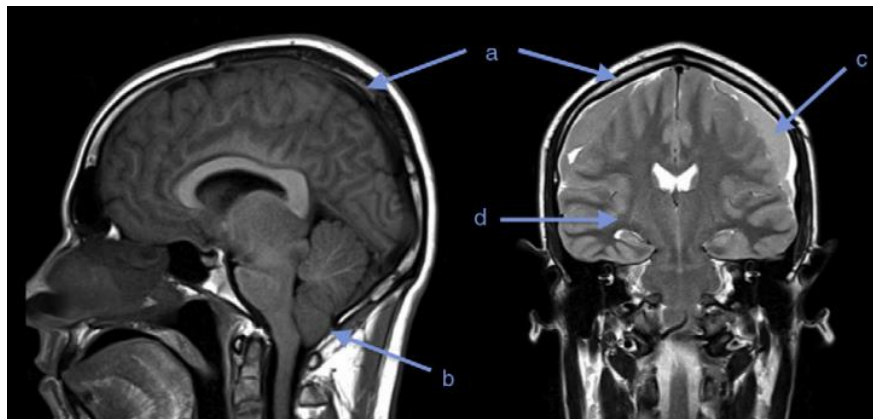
Resonancia magnética cerebral. a) Engrosamiento dural difuso. b) Herniación de amígdalas cerebelosas. c) Colecciones subdurales frontotemporales bilaterales. d) Edema cerebral difuso. (35)
